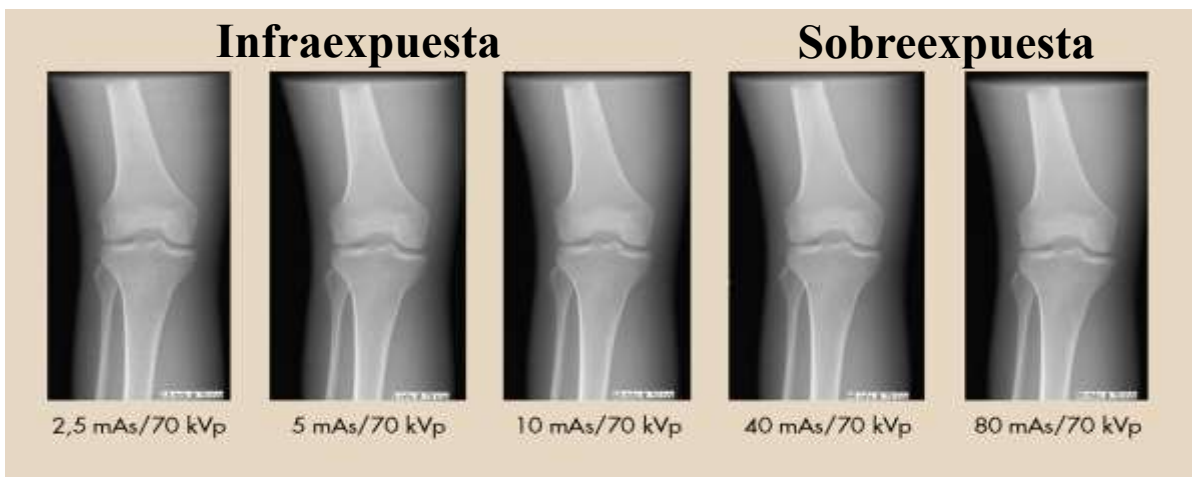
Imágenes obtenidas por la Radiografía Computarizada
